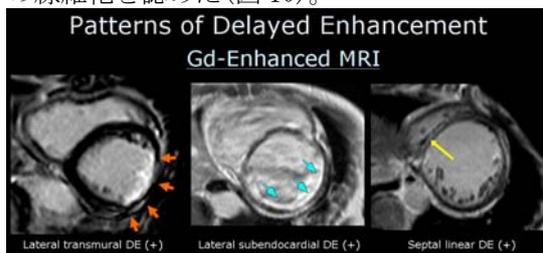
CRT 前 MRI : Gd 造影剤での遅延造影
